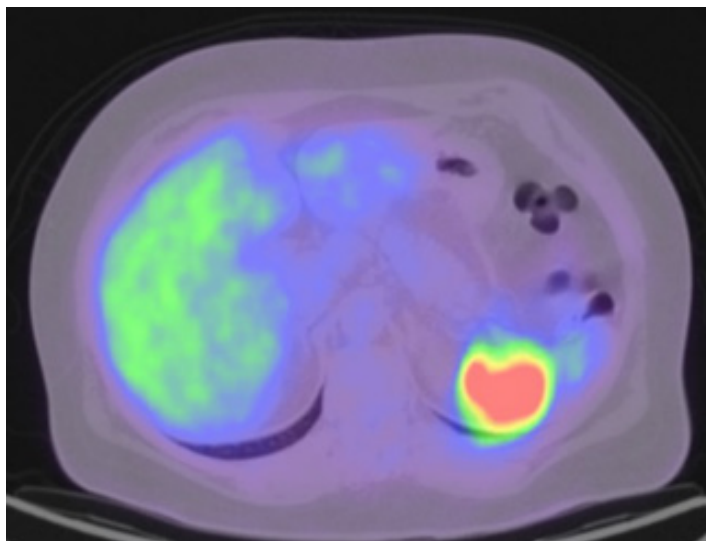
Lesiones esplénicas hipermetabólicas en PET-CT.
